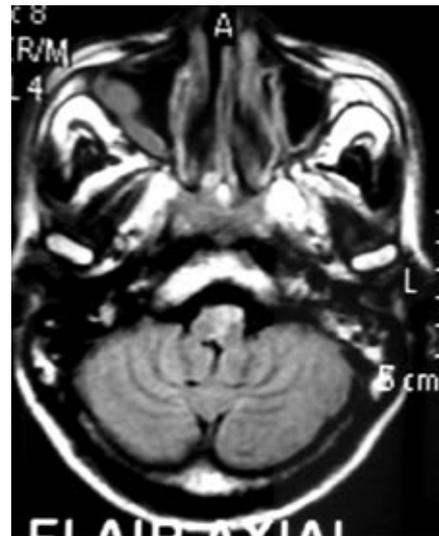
Imagen axial FLAIR que muestra lesión hiperintensa en la región izquierda del bulbo raquídeo.
